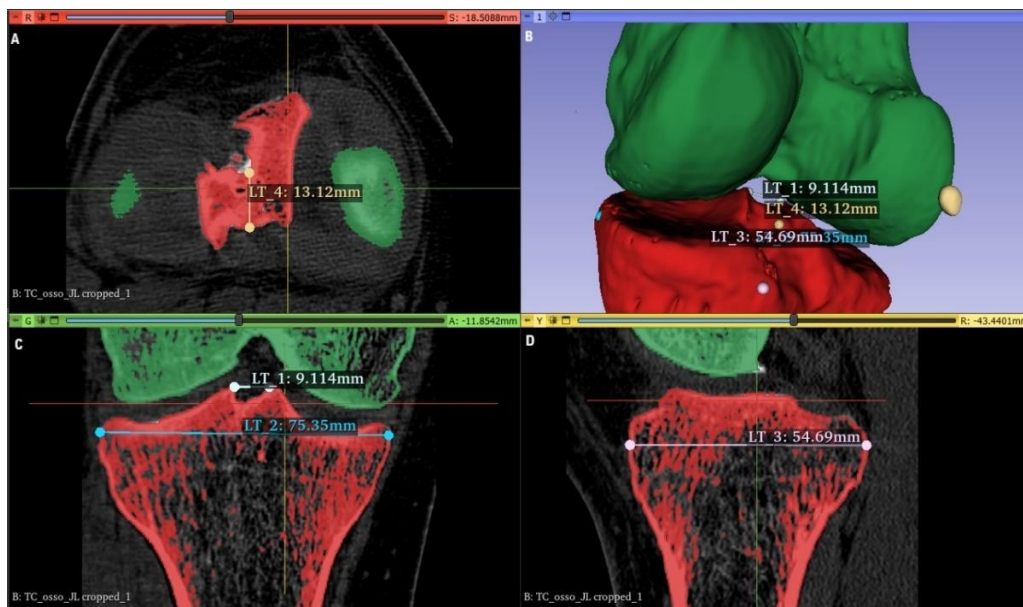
Determinação de algumas medidas da tíbia para fins comparativos com o modelo impresso físico, através das imagens TC no software 3D Slicer. (A) Determinação da medida LT_4, representando a largura do *footprint*, no plano axial.
